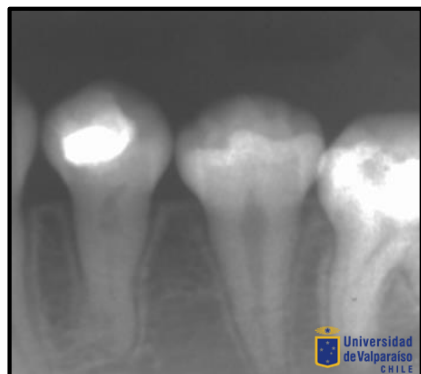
Radiografía control 12 meses (11/09/15) se aprecia formación de tejido mineralizado apical en pared distal y aposición de tejido mineralizado en toda la extensión radicular. Ausencia de lesión apical.
